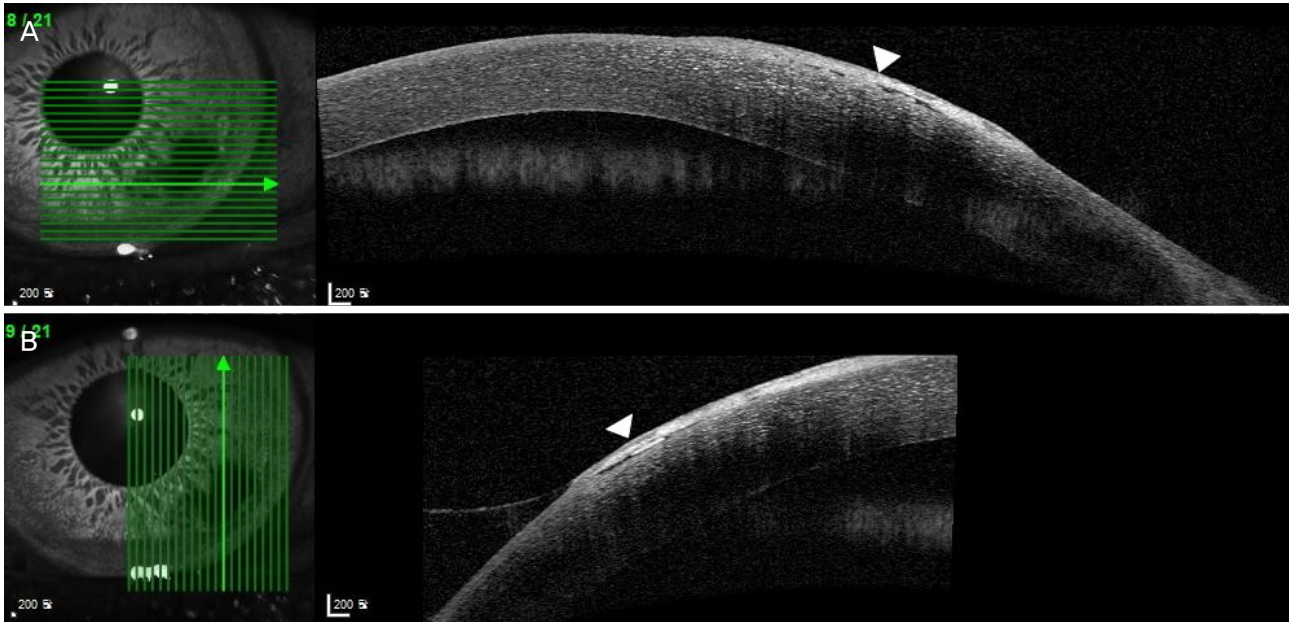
Anterior segment optical coherence tomography of the left cornea. Hyper-reflective signals pointed by arrowheads involving both Bowman's layer and superficial cornea (A, B).
